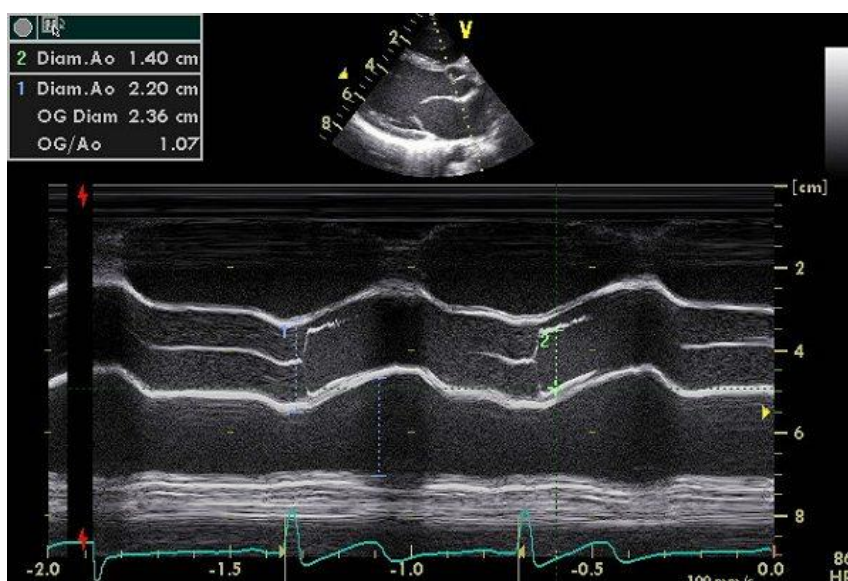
Echocardiogramme TM. Coupe passant par la base du cœur
